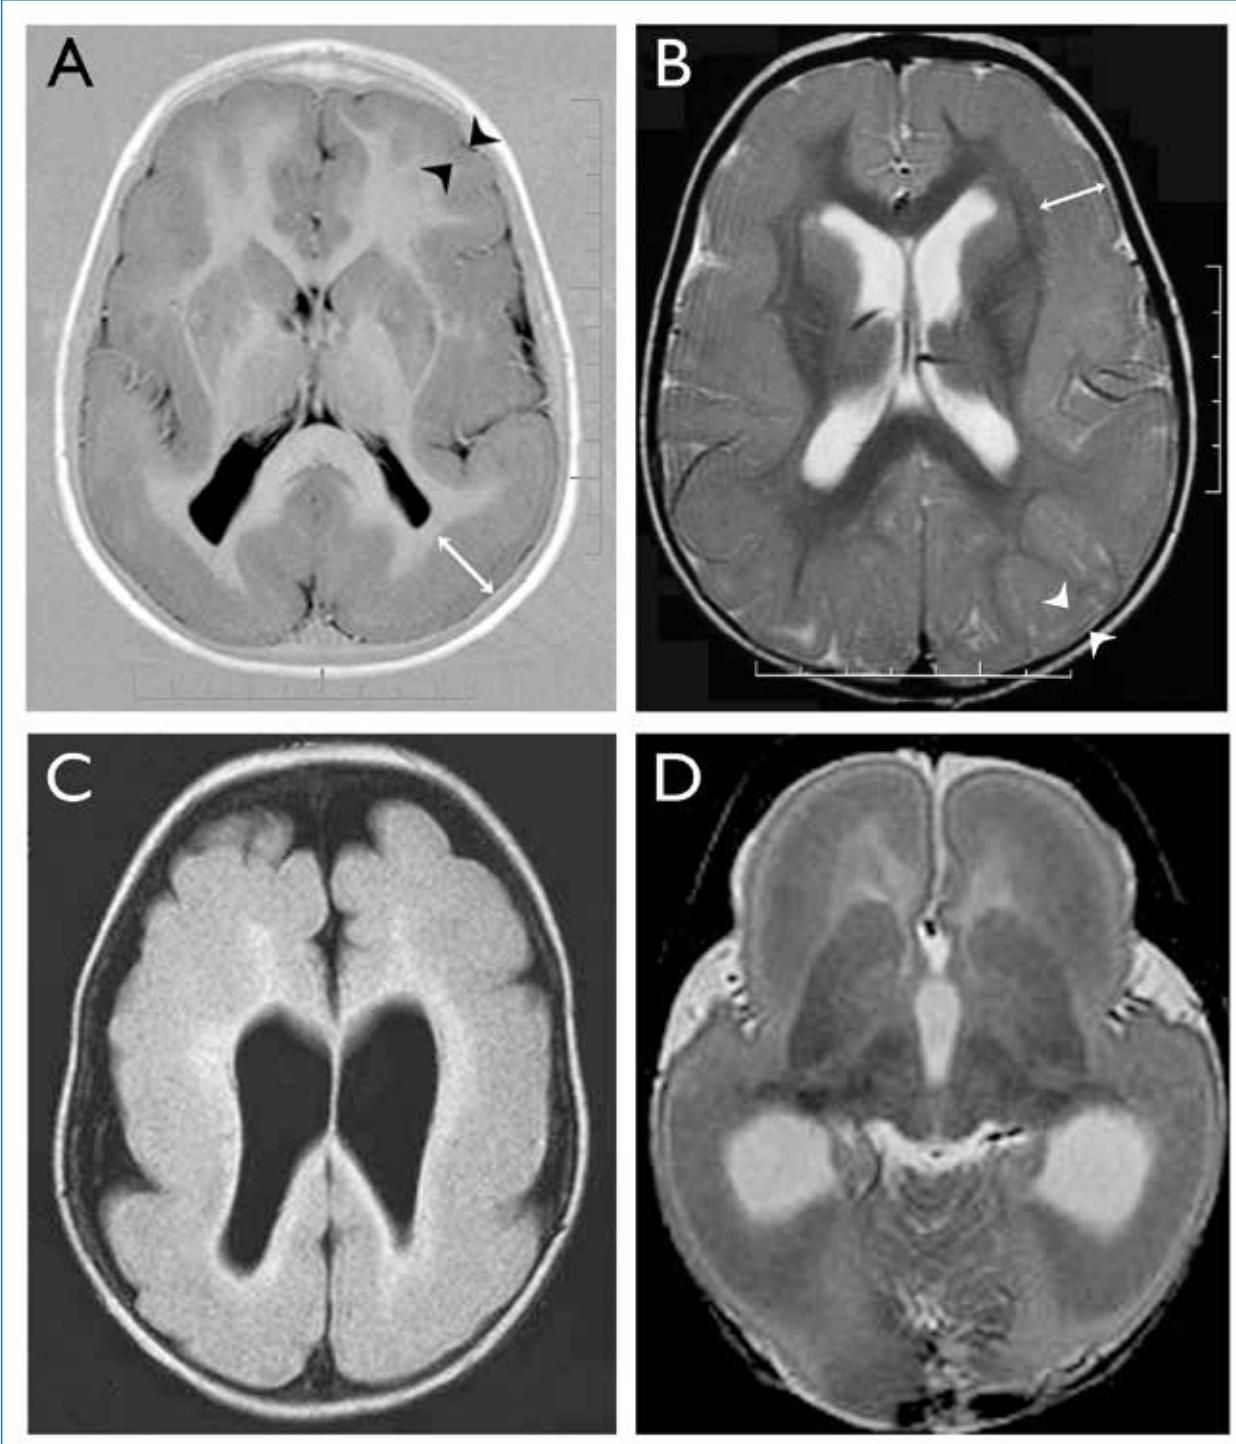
Brain MRI of four different patients; axial sections: (A) classical LIS in a boy with *LIS1* gene mutation; (B) LIS in a girl with *DCX* mutation. In (A), there is a p>a gradient, cortical thickness is around 6mm in the frontal lobes (two black arrowheads) and around 3 cm in the posterior brain (white arrow). In (B), there is a typical ar>p pattern; cortical thickness is around 2 cm in the frontal lobes (white arrow) and around 4mm in the posterior brain (two white arrowheads). (C) LIS in a patient with MDS. (D) Severe diffuse LIS with relatively small frontal lobes in a boy with *DCX* mutation.
